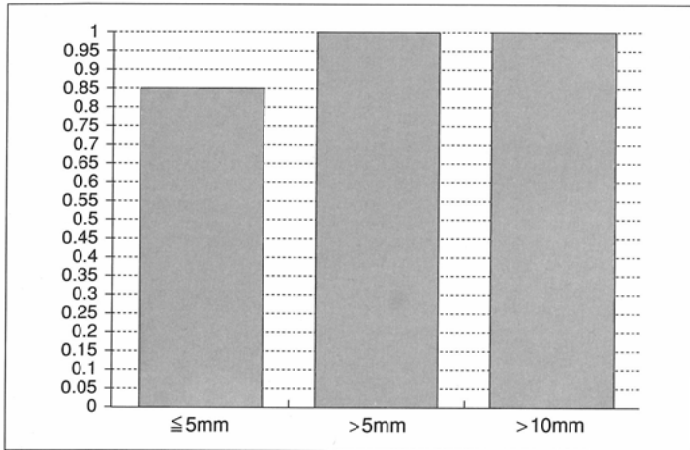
Visualization of metastatic nodules on screening CT compared with conventional CT
